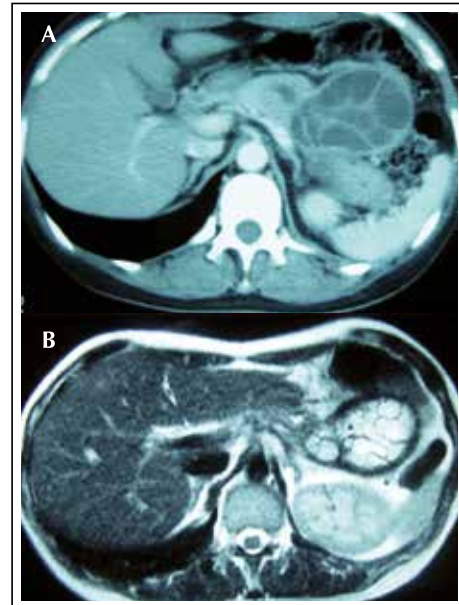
A) Tomografía abdominal: tumoración de aspecto quístico a considerar cistoadenoma mucinoso, B) Resonancia magnética nuclear: neoplasia macroquística a considerar adenoma macroquístico
